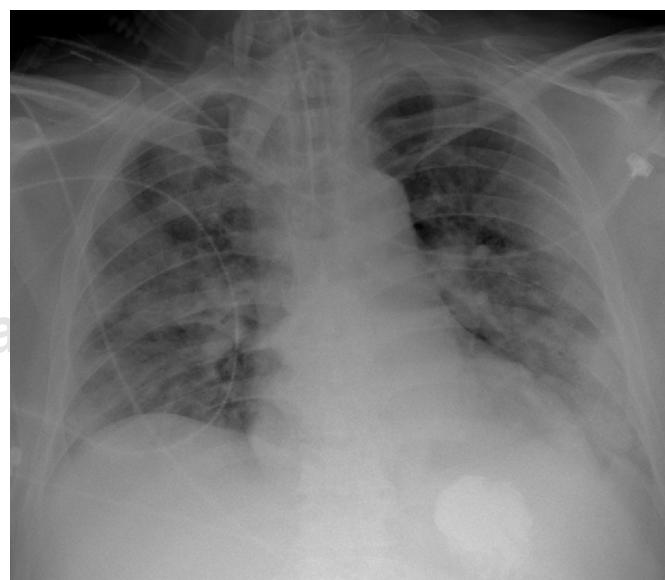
Radiografía postintubación del caso 1, previo a la colocación en posición prono.
